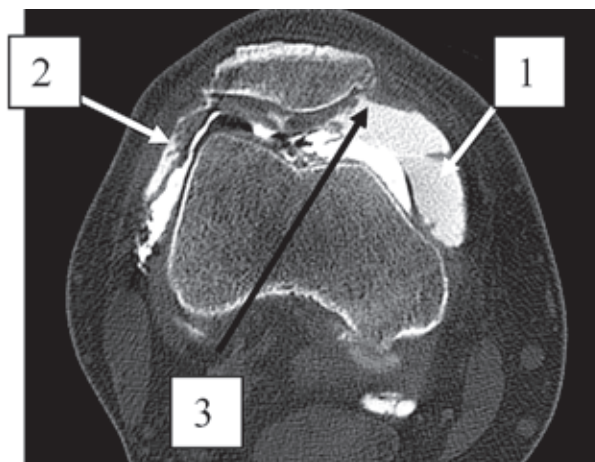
Аксиальна комп'ютерна томограма на рівні феморопателлярного зчленування: 1 – надлишкова кількість рідини у верхньому медіальному завороті суглобової сумки; 2 – синехії синовіальної оболонки при хронічному синовіті; 3 – стовщення медіопателлярного зчленування
